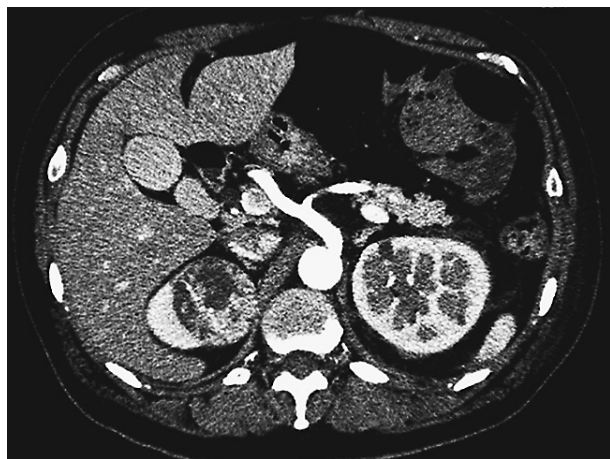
Contrast-enhanced CT imaging (early study) shows a 4.5 cm tumor in the right kidney.
